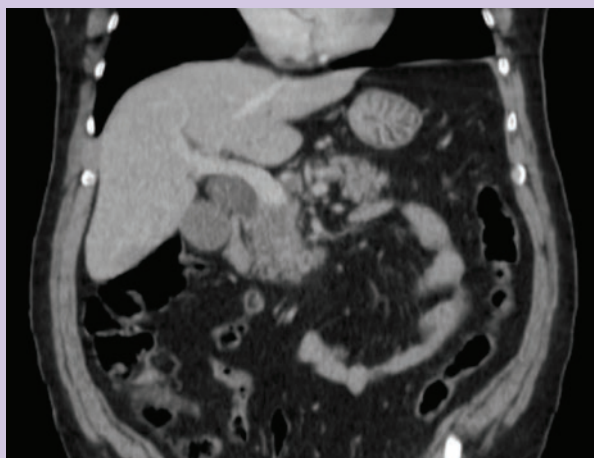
TC de abdome corte coronal em fase de equilíbrio, evidenciando lesão expansiva de limites irregulares em região de cabeça de pâncreas com íntima relação com tronco portal.
